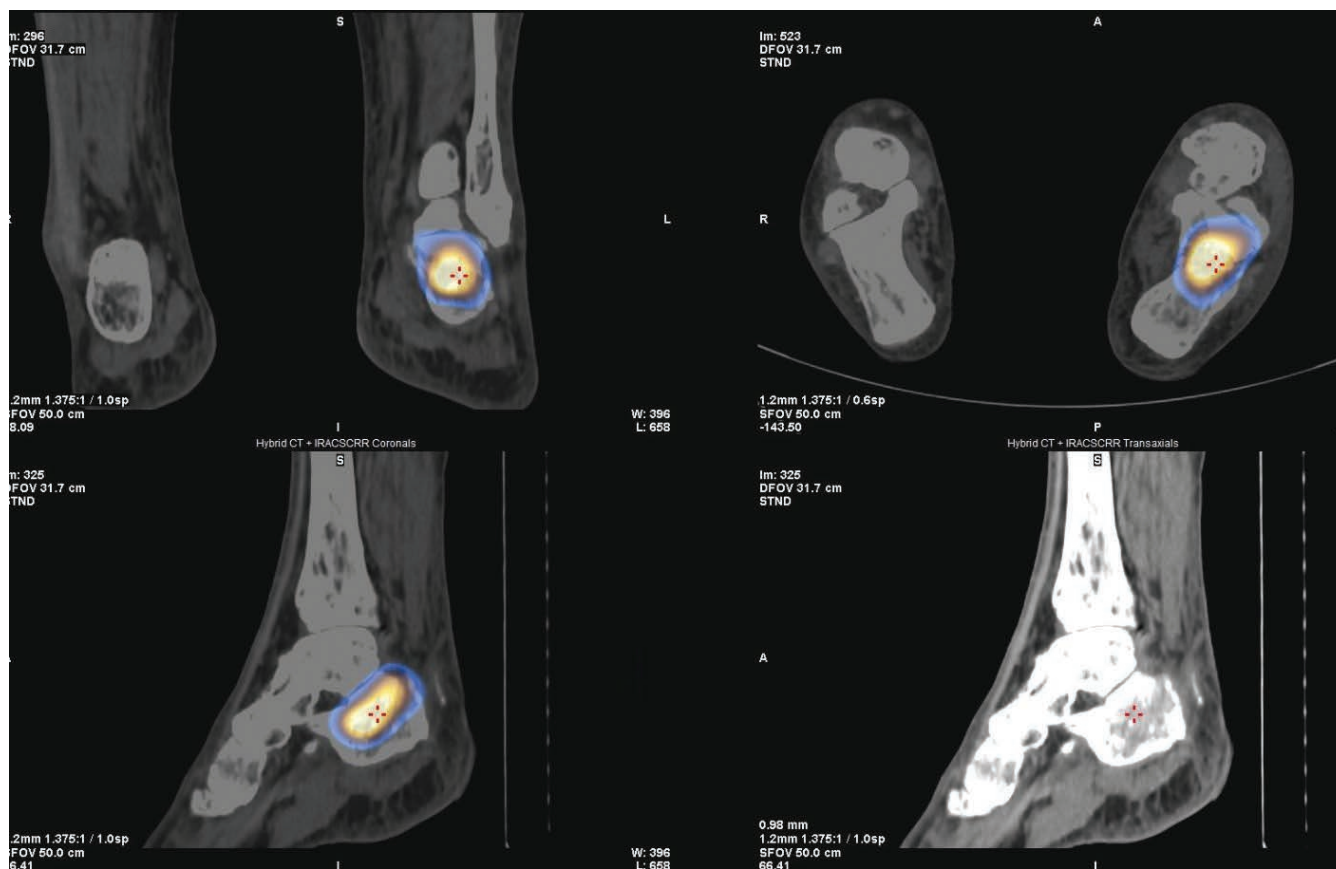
Соматостатин-рецепторная сцинтиграфия всего тела и ОФЭКТ/КТ нижних конечностей с ^{99m}Tc -Тектротидом. Очаговое накопление РФП в левой пяточной кости
